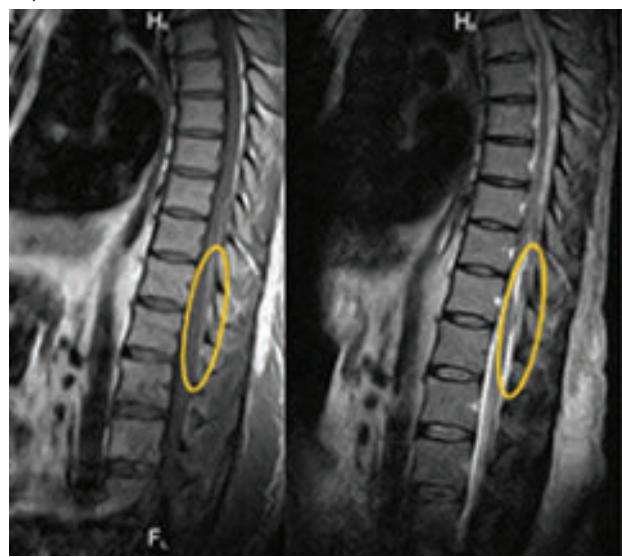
МРТ грудного отдела позвоночника. По задней стенке спинномозгового канала на уровне тел Th9-12 позвонков отмечается вытянутой формы участок слабо гиперинтенсивный в режиме T1WI (А), гипоинтенсивный в режиме T2 (Б) с четкими и ровными контурами. Спинной мозг компримирован, в структуре отмечается отек.
